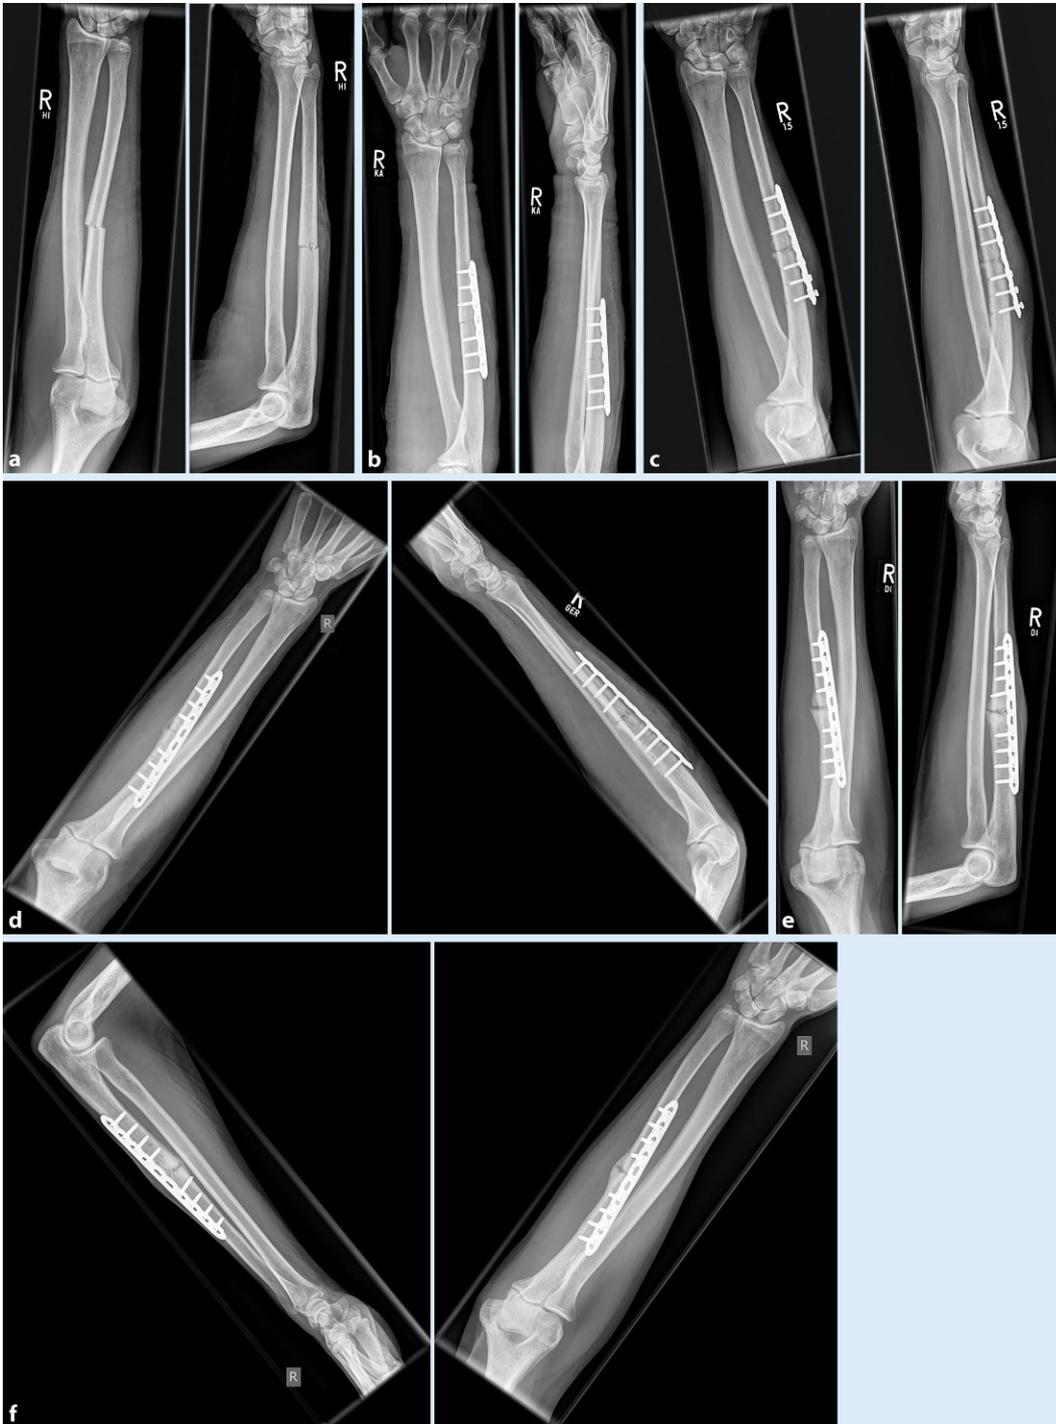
◀ Röntgenaufnahmen eines 54-jährigen Patienten (Raucher, Aortenklappeninsuffizienz). a Direktes Trauma mit 1° offener Ulnaschaftfraktur; b postoperativ, nach offener Reposition und Kompressionsosteosynthese mit einer dorsalen „limited contact dynamic compression plate“ (7-Loch-LC-DCP), funktionelle Nachbehandlung; c 6 Wochen postoperativ, proximale Auswanderung der Platte; d nach Reosteosynthese mit einer winkelstabilen dorsalen 10-Loch-LCP, funktionelle Nachbehandlung; e 10 Wochen nach Reosteosynthese, gute Kallusbildung, aber keine Überbrückung, Implantat fest, Beginn mit niedrigerenergetischer gepulster Ultraschalltherapie (NEGU); f Z. n. 88-tägiger NEGU (aktuelles Bild), knöcherne Überbrückung periostal darstellbar, noch Stadium der fortschreitenden endostalen Überbrückung
